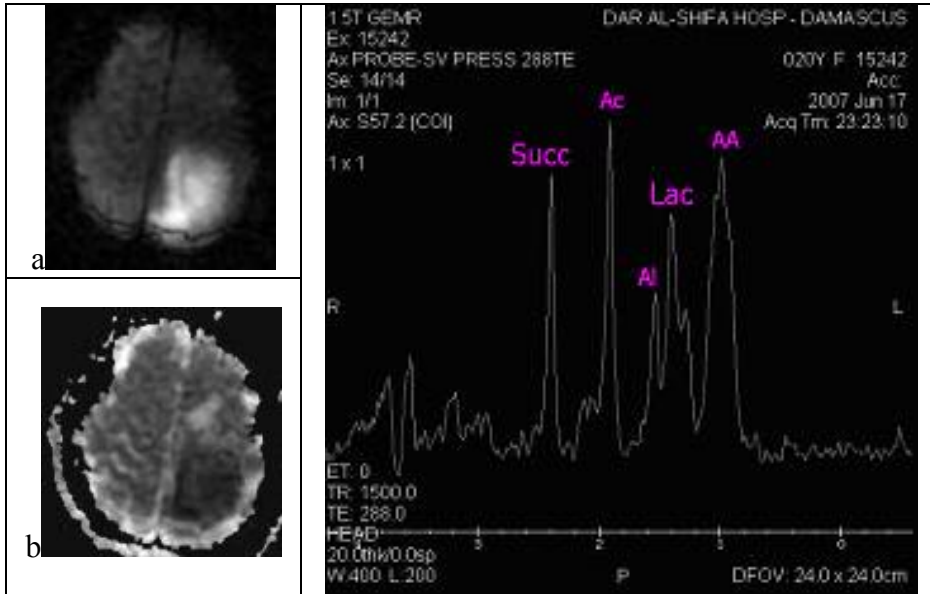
الصور a,b بزمن الاسترخاء T2 والتعاقب FLAIR على الترتيب لمصاب بورم سحائي، كما يؤكد طيف الحالة المستقلبات المرافقة.
